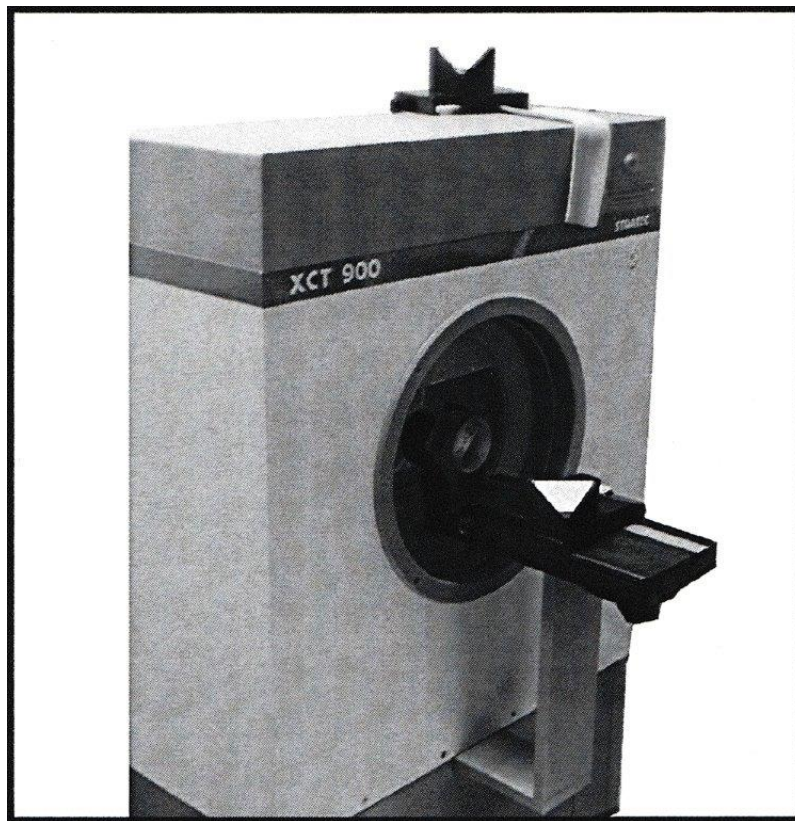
periphere Quantitative Computertomographie
